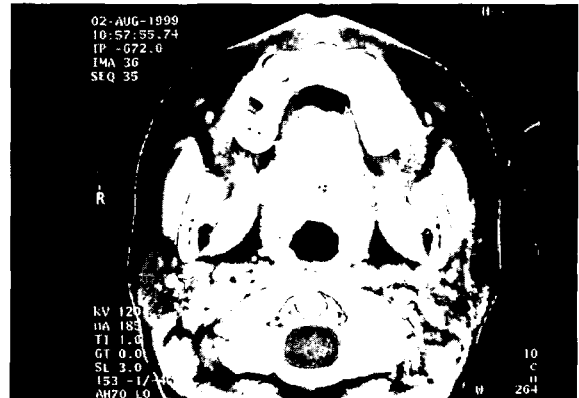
수술전 컴퓨터 단층사진으로 방사선 투과성 병소가 관찰된다
